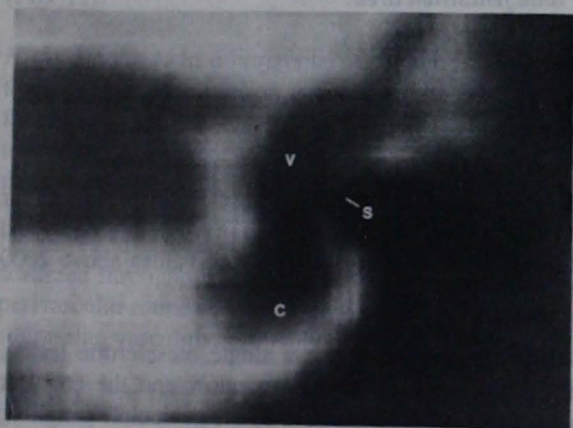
Case 1, left ear. Coronal CT at the oval window level. S, Otosclerotic foci above and below the stapes. V, vestibule; C, cochlear basal turn.
